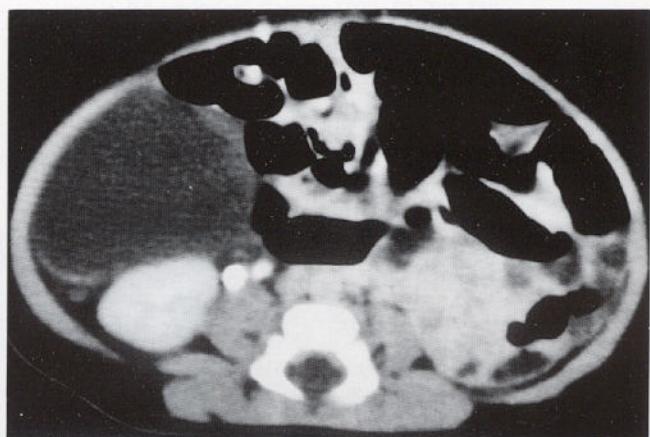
A huge cystic mass at the right abdomen on CT after birth.
